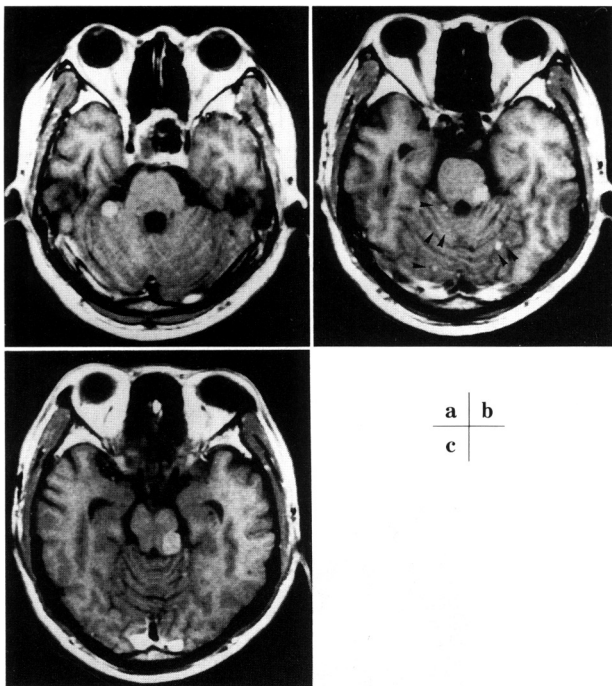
Head MRI (Gd-enhanced, FE 340/14). A - C; multiple tumors which have spread throughout the pontomedullary cistern, right ambient cistern, and cerebellar sulci (arrowheads) are shown. Note the distribution of small tumors located in the subarachnoid space.
